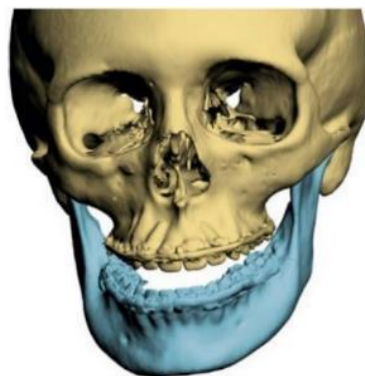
Reconstrução tridimensional do crânio, realizada a partir de tomografia computadorizada
